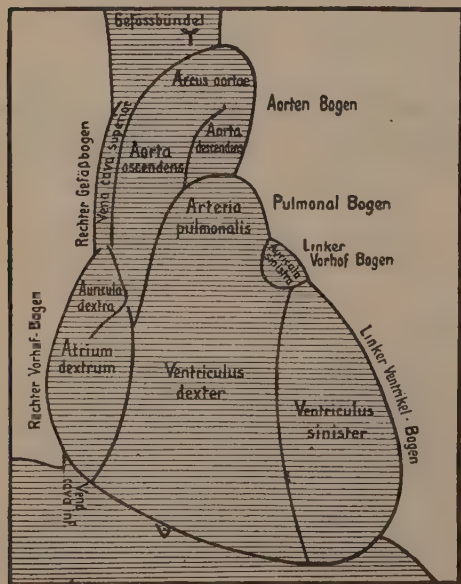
Anteil der verschiedenen Herz- und Gefäßteile am Mittelschatten des Sagittalbildes. Auf Grund röntgenanatomischer Untersuchungen zusammengestellt.
